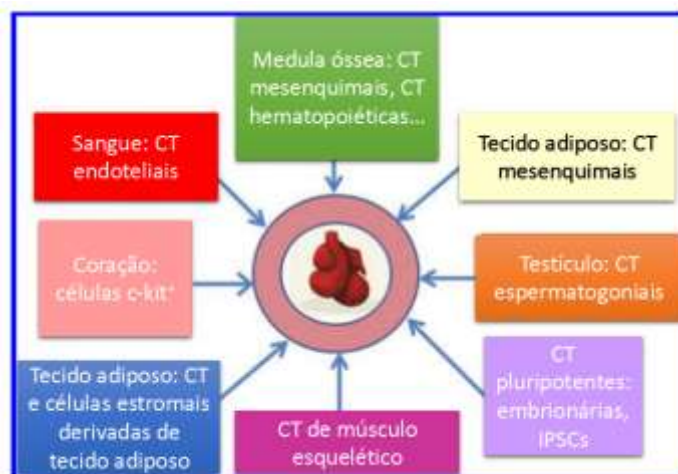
Diferentes fontes de células-tronco (CT) para a geração de cardiomiócitos *in vitro*. Legenda: CT – Células-tronco; iPSCs – Células-tronco pluripotentes induzidas.
